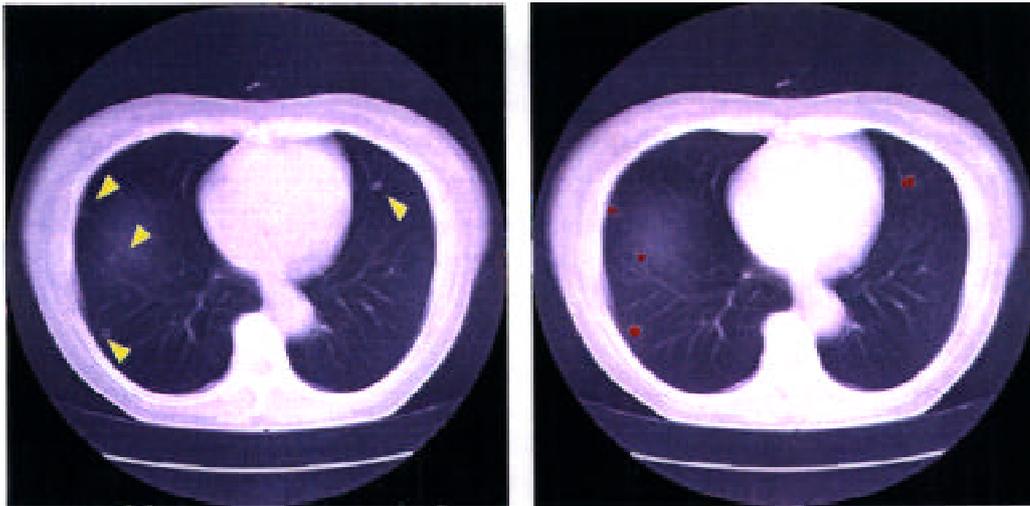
Examples of CAD for chest X-ray CT images (detection of cancer nodule) [利岡 96] (by N. Niki, Tokushima Univ.)
